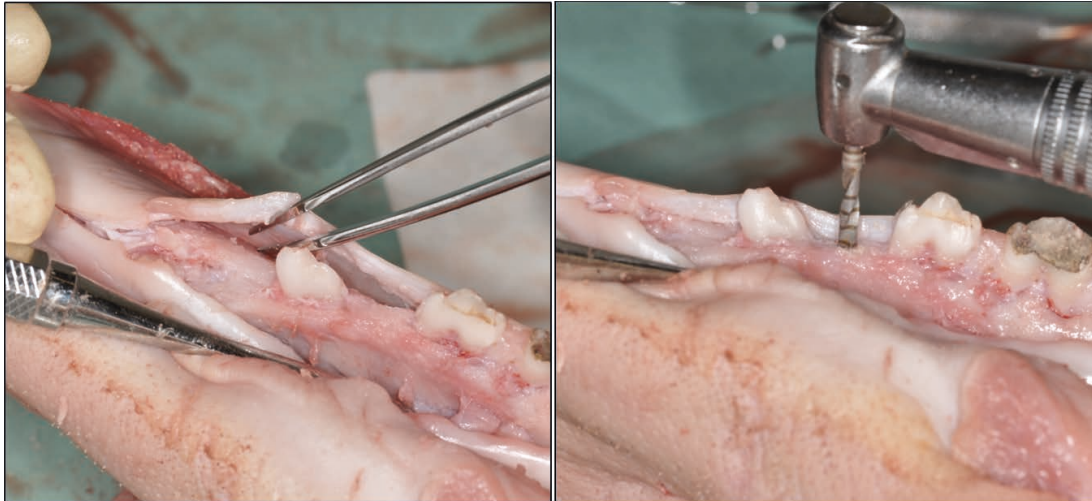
Preparazione delle mandibole suine e creazione dei difetti ossei: dopo incisione longitudinale la gengiva è stata prudentemente scollata con esposizione dell'osso alveolare. Nella porzione edentula anteriore di ogni mandibola sono stati creati uno o due difetti ossei. Per ottenere un migliore contrasto in RM i difetti ossei sono stati riempiti con un gel di clorexidina. Infine la gengiva è stata riadagiata sui difetti ossei in modo tale da reinstaurare una situazione anatomica fisiologica. (Gaudino C et al. Eur Radiol (2011) 21;2575-2583)
